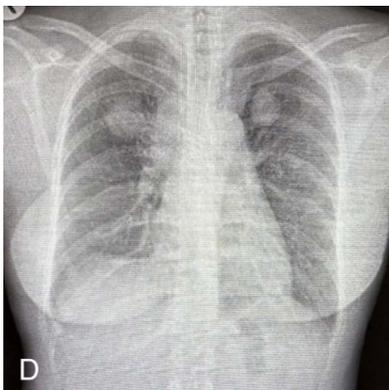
The chest X-ray demonstrates multiple pulmonary metastases.
